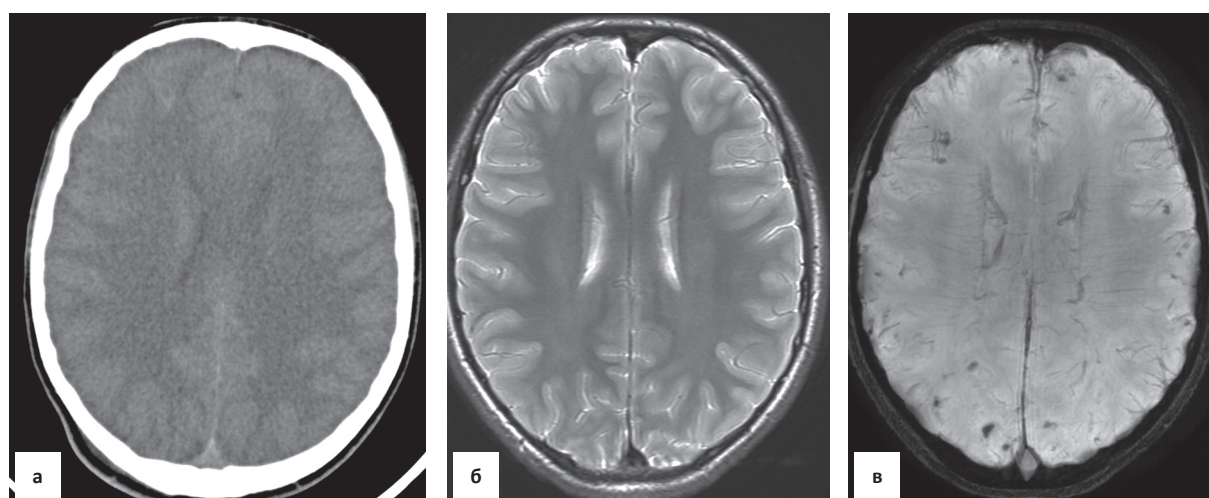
МРТ-исследование пациента при хронической спортивной травме (сотрясения головного мозга), футболист. На аксиальных КТ (а) и МРТ в режиме T_2 – патологических изменений головного мозга не выявлено. В режиме SWAN (в) в лобно-теменных областях с обеих сторон определяются множественные петехиальные геморрагии (гипоинтенсивный сигнал)
